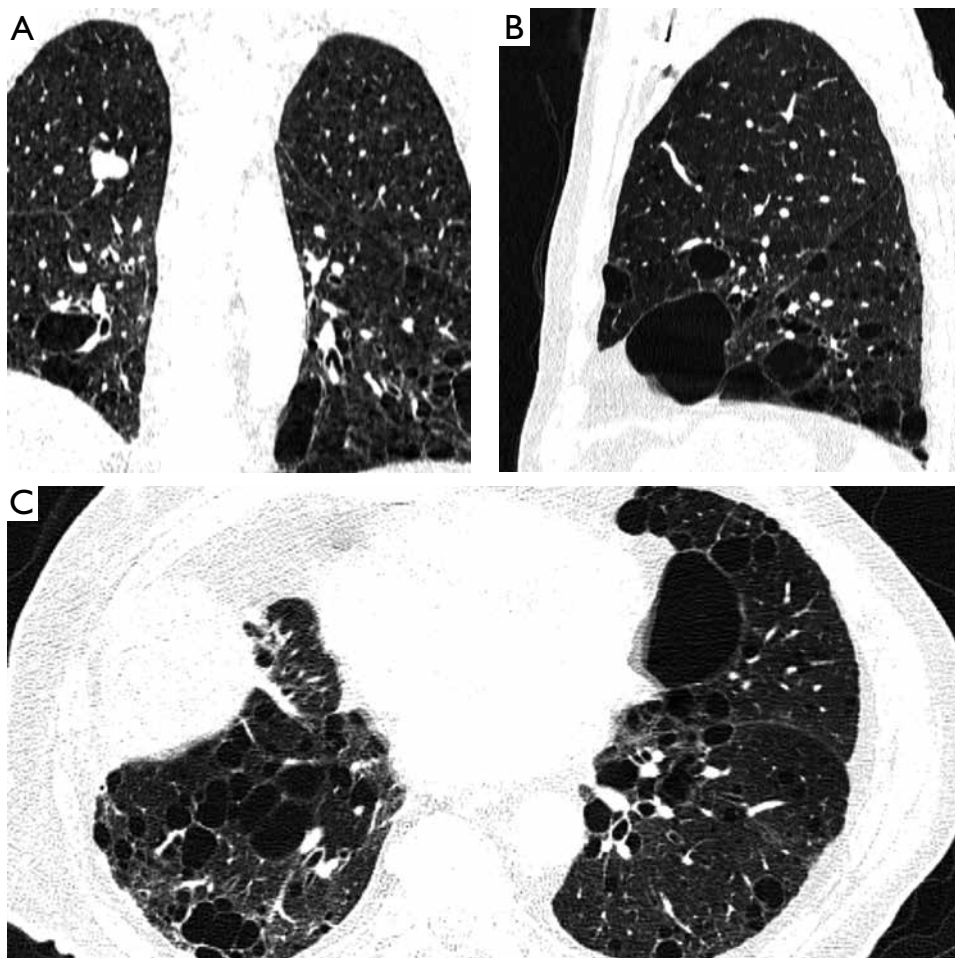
Chest computed tomography scan: numerous thin-walled cysts and peri-septal emphysema lesions
